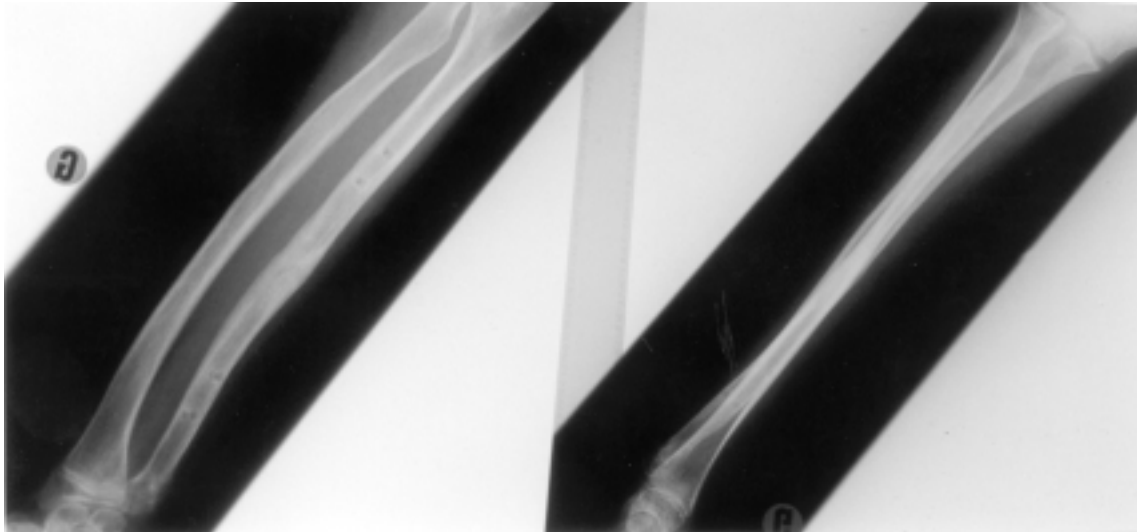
Aspect radiographique de l'allongement ulnaire à 5 mois
